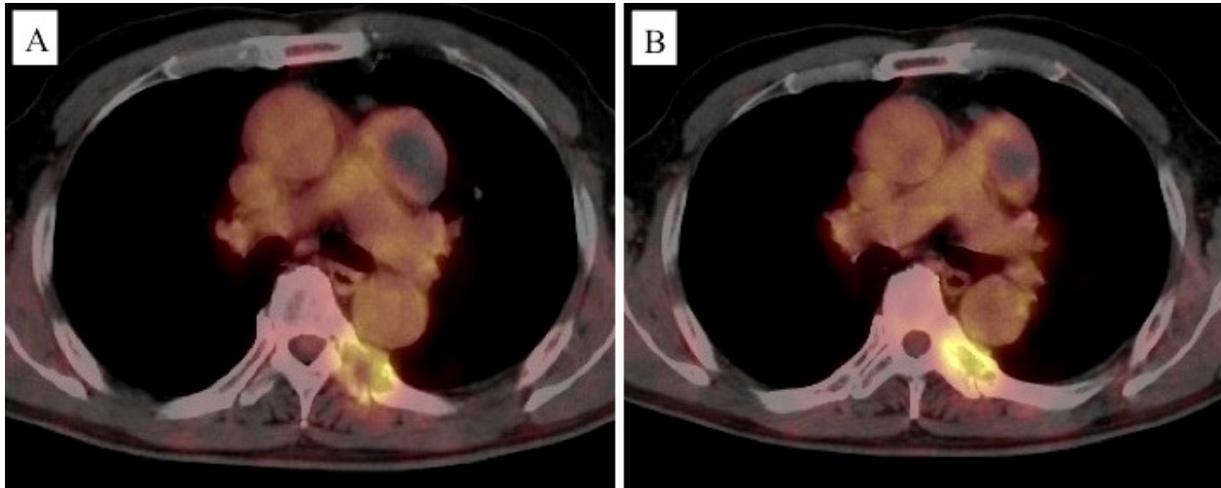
PET-CT shows abnormal accumulation in the anterior mediastinal tumor (SUVmax: 3.48) (A) and in the tumor of the left 6th rib (SUVmax: 4.59) (B).
